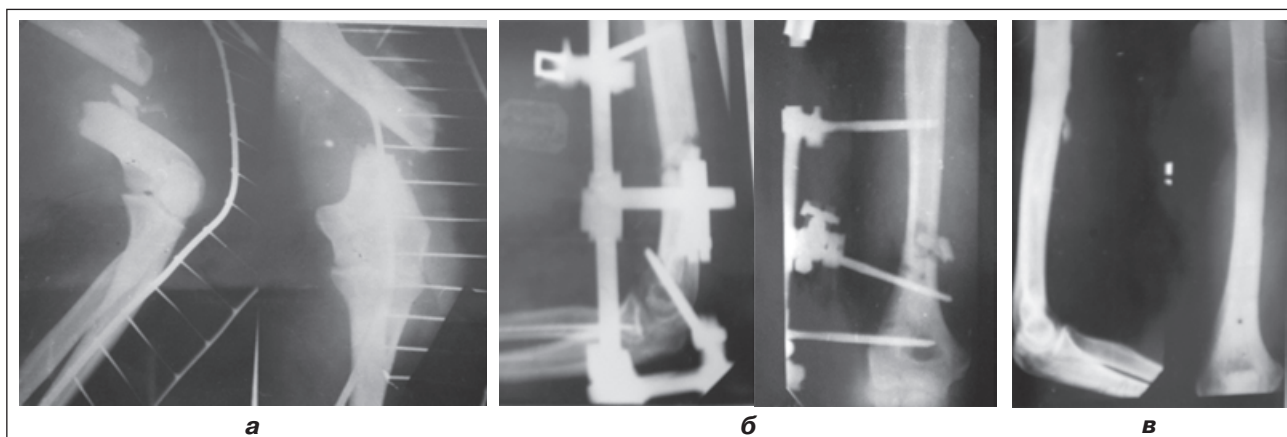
Фотоотпечатки рентгенограмм пацієнта Д., 29 лет: а — после травмы; б — после операции; в — через 3,5 месяца после операции
